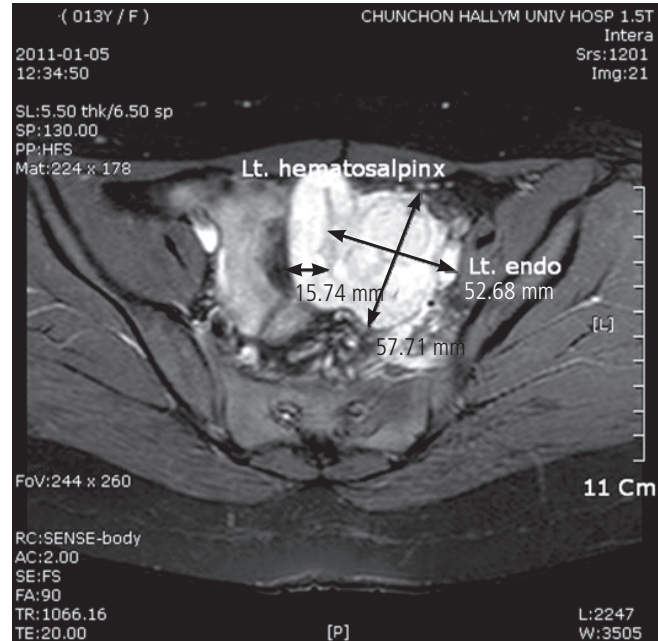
Pelvic magnetic resonance imaging showed left hematosalpinx and left endometriosis. Lt., left; endo, endometriosis.
